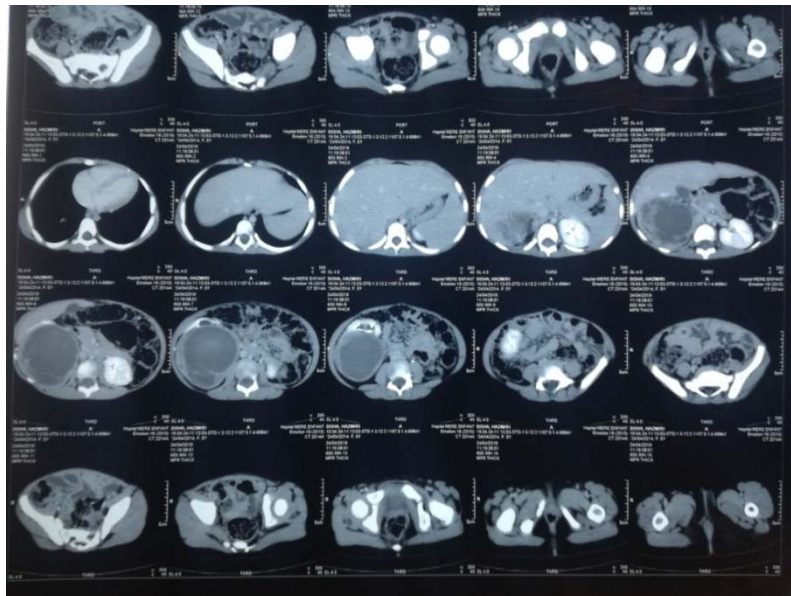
TDM-abdominale montrant un néphroblastome droit chez une patiente de 2 ans
